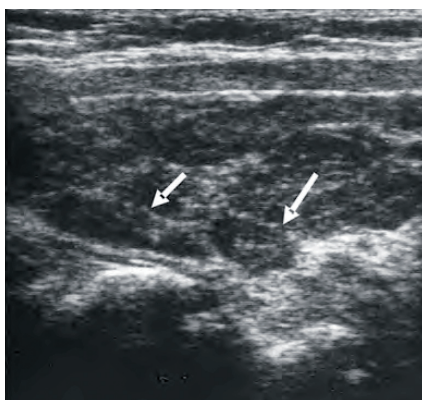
display samples of sonograms of hyper- (fig. 9) and hypoactive (fig. 10) thyroid, and of autoimmune thyroiditis (fig. 11), where a good correlation between the level of thyroid hormones and antithyroid antibodies was established.
